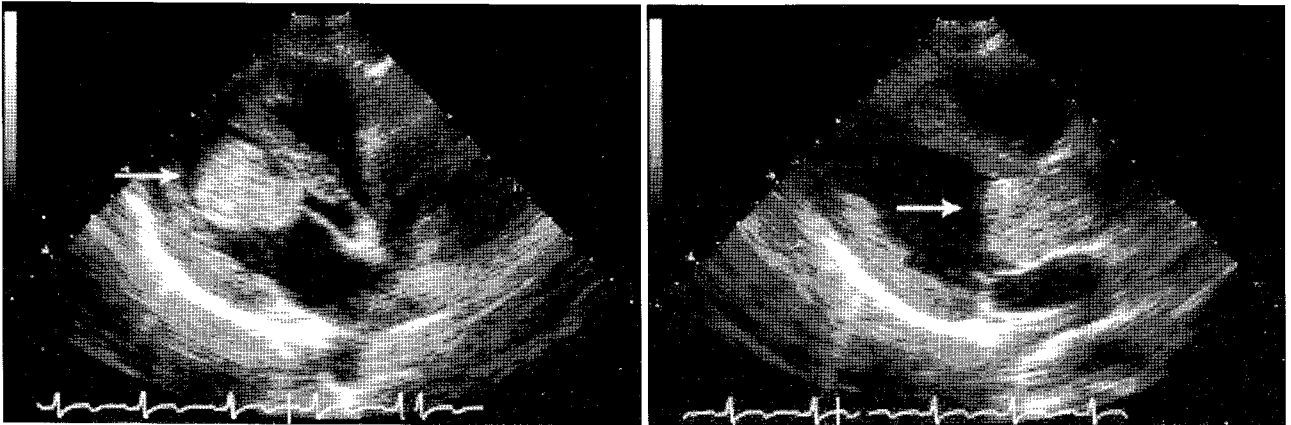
Preoperative 2-D echocardiogram shows 4x3 cm sized mass in the left ventricle (white arrows) causing left ventricular outflow obstruction.
